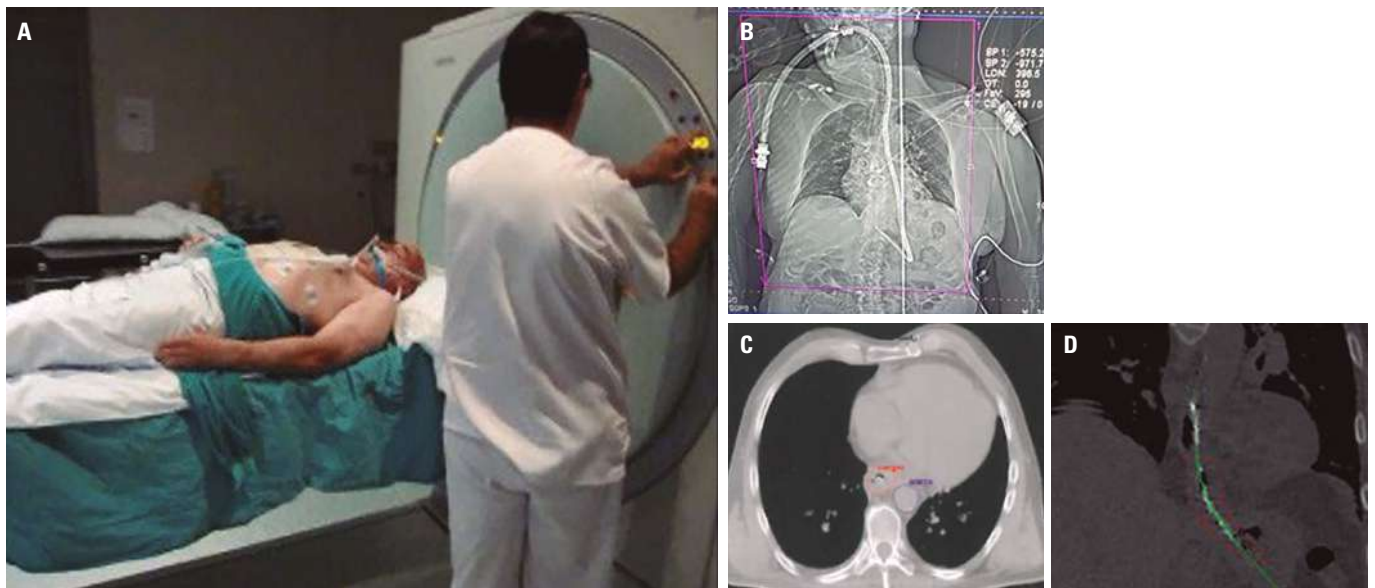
Simulador TC (SIEMENS) A. Toma de imágenes con la TC. B. Topograma. C y D: Imágenes de una TC.
